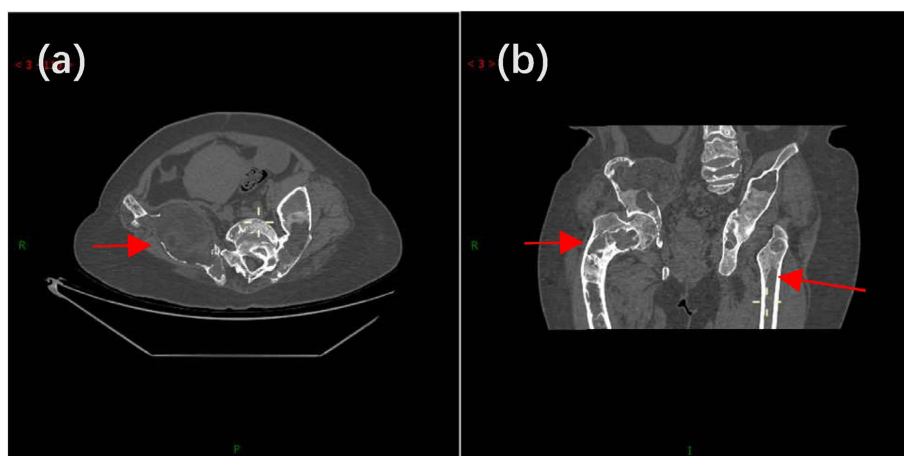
CT showed bilateral iliac and femoral expansion changes, with patchy low density shadow and ground glass density, and soft tissue density shadow in the right iliac bone
